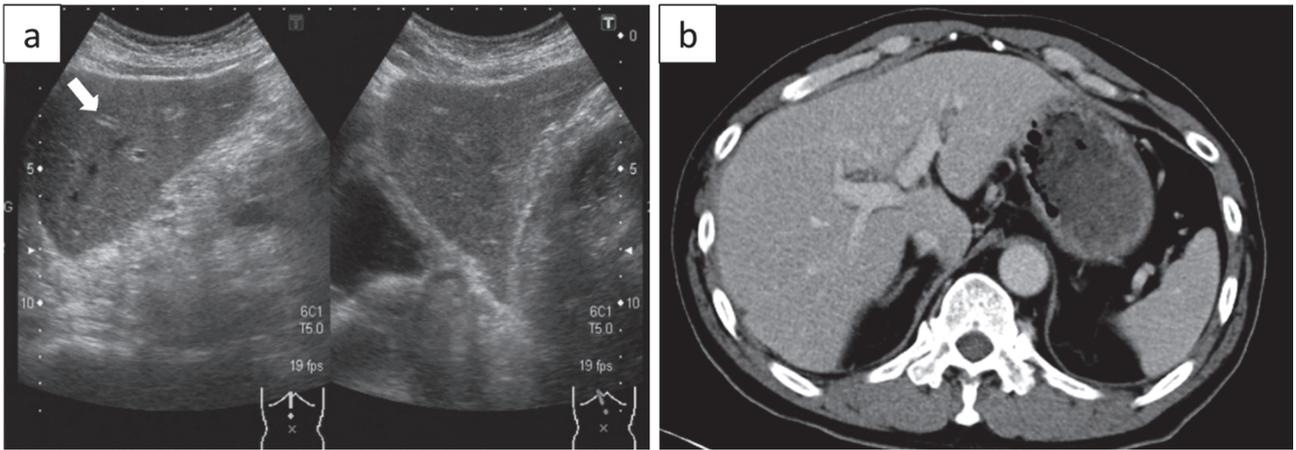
画像所見 a 腹部超音波：門脈の輝度上昇（白矢印）を認める。胆管拡張は認めない。
